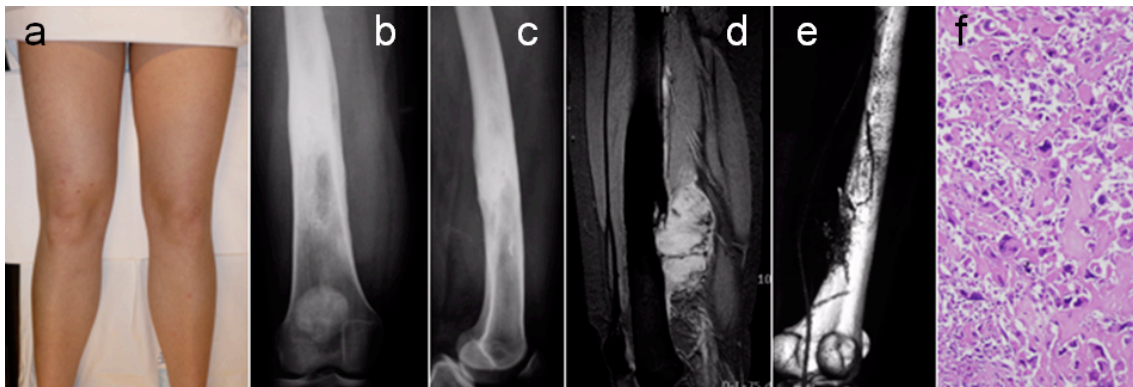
Osteosarcoma perióstico de la diáfisis del fémur estadio IIB de Enneking: Aspecto clínico de la paciente (a); Rx AP (b) y lateral (c) del fémur; vista sagital de RM (d); angioTC, mostrando compromiso vascular por el tumor (e); e histopatología de la lesión (f).
